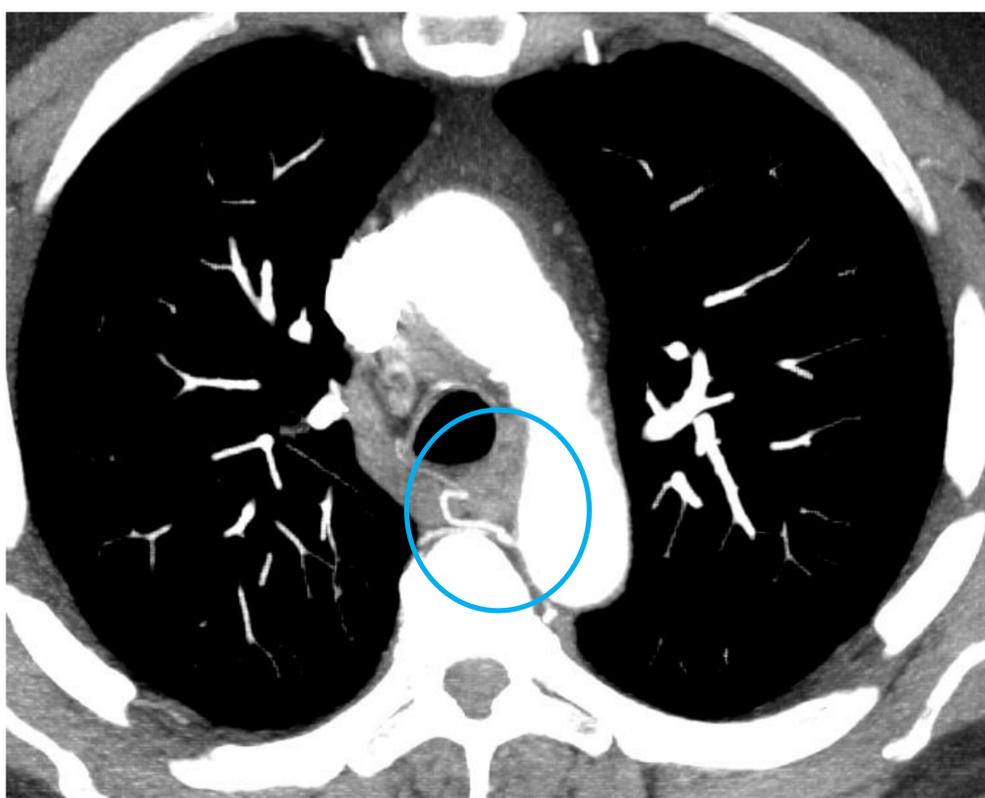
TC de tórax con CIV en ventana de mediastino, reconstrucción MIP axial. Arteria bronquial derecha ectópica con origen en el arco aórtico distal.
